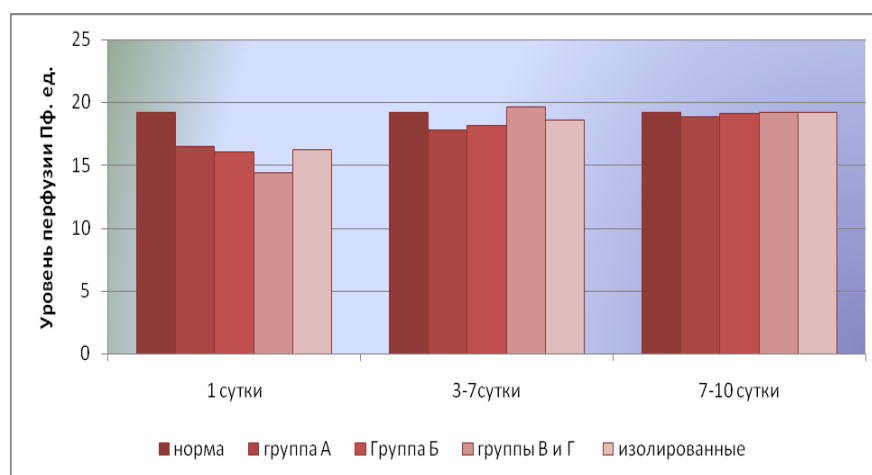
Динамика восстановления перфузии в основной группе в сравнении с группой С II с изолированными повреждениями.
